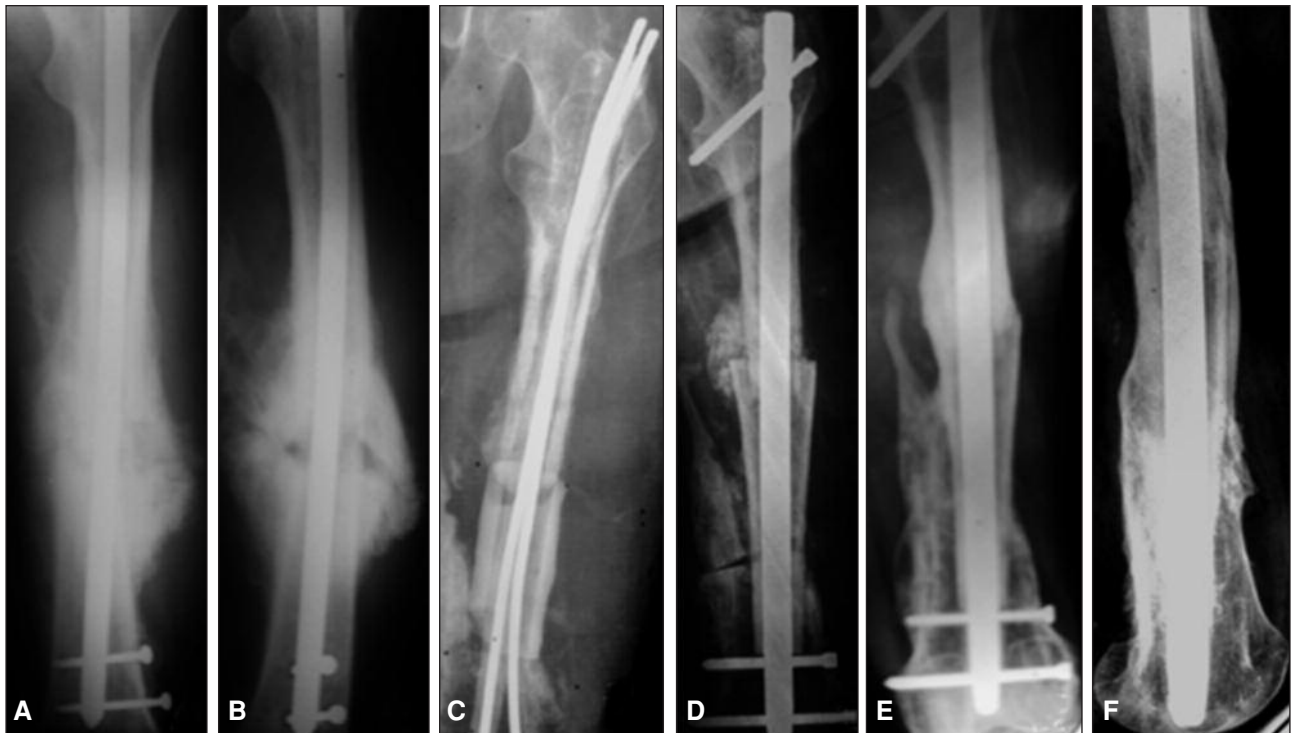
Caso 2: A y B. Radiografía de frente y perfil que muestra la pseudoartrosis infectada de fémur izquierdo. C. Se resecó un sequestro óseo de 10 cm y se colocó un espaciador de cemento con antibióticos más clavos flexibles (uno revestido en cemento con antibiótico). D. Radiografía de frente PO. Se observa aloinjerto encastrado en el hueso huésped, injerto molido en el extremo proximal de contacto y enclavado endomedular. E y F. 3 años de la cirugía, gran osteointegración y remodelación del aloinjerto.
